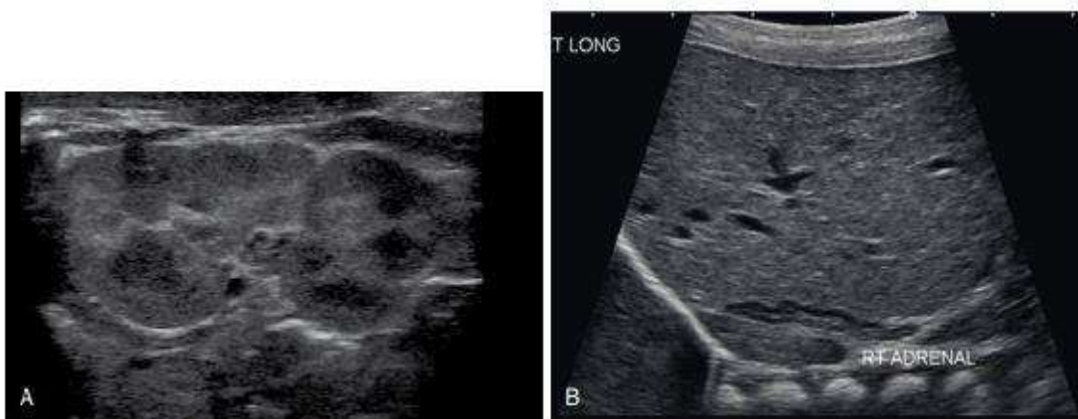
Two-month-old infant with prenatally detected solitary kidney. (A) Postnatal sonogram showing left kidney. (B) Postnatal sonogram showing empty right renal fossa with the "lying down" adrenal sign, a feature seen with renal agenesis or renal ectopia in which the adrenal gland on the affected side appears flattened, elongated, and lying along the spine because of absence of the ipsilateral kidney.
